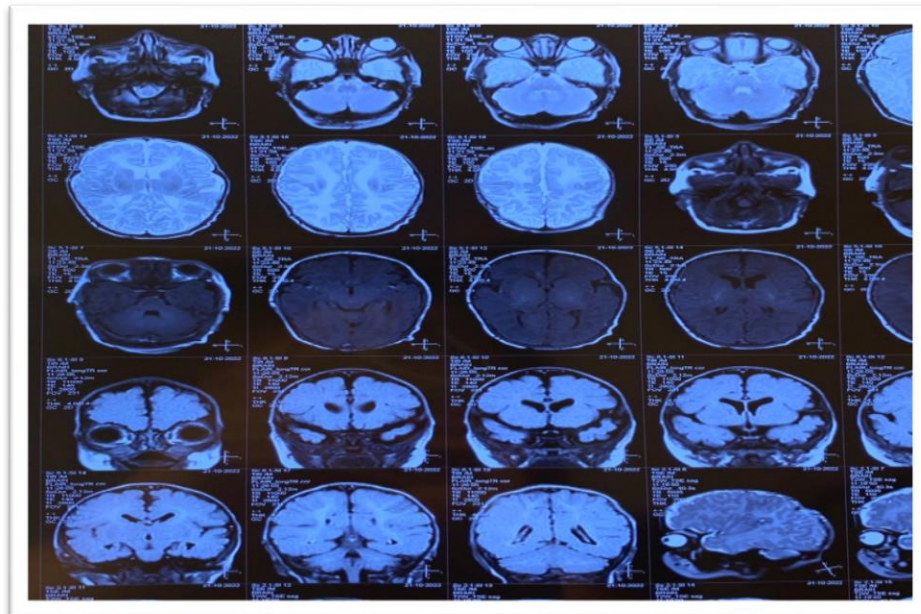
Магнитно-Резонансная томография (МРТ) головного мозга
